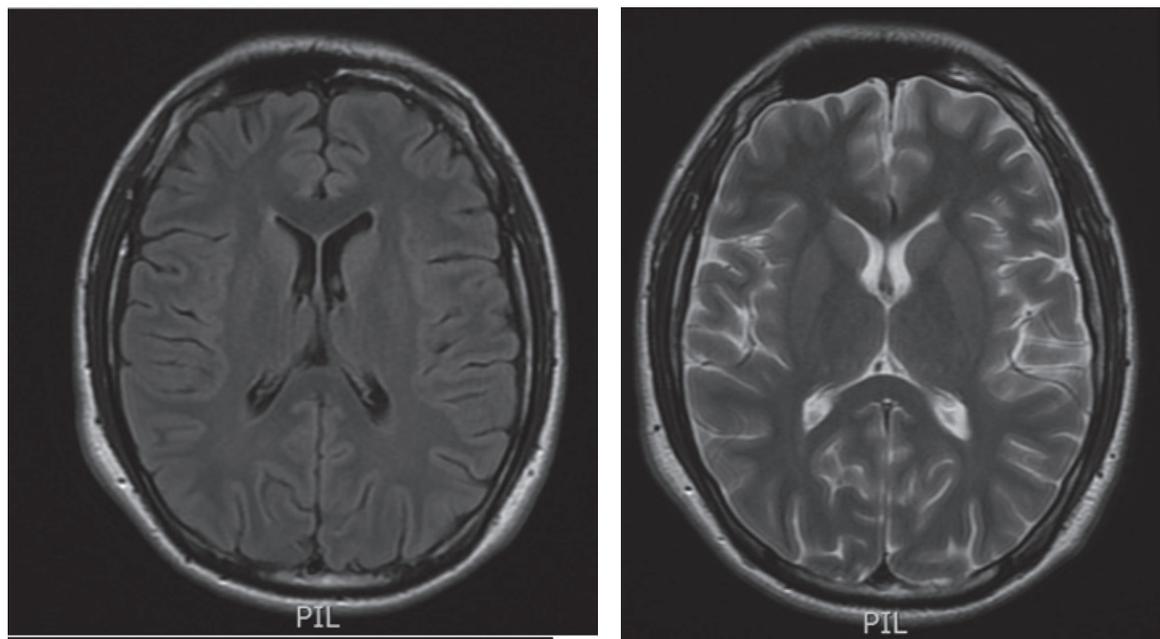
Resonancia magnética cerebral simple
